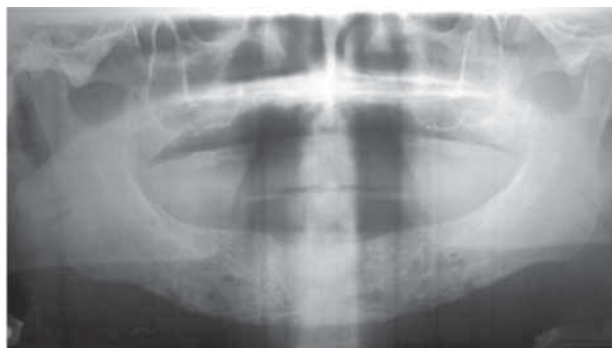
Ortopantomografía inicial; se observa radiolucidez difusa a nivel de mentón y parte del cuerpo mandibular bilateral, con abundantes zonas radiolúcidas que sugieren amplia destrucción de trabeculado y cortical ósea.
